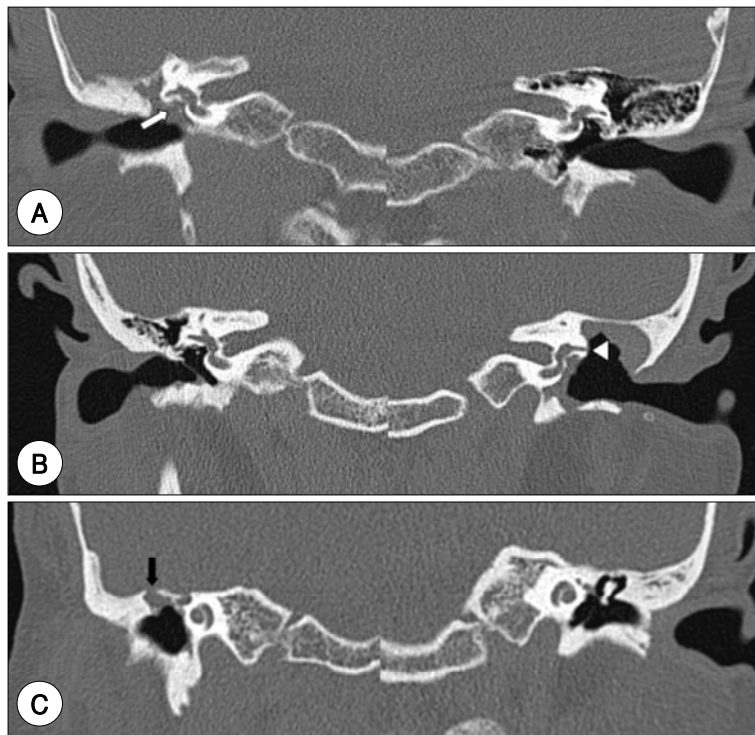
Coronal view of high resolution temporal bone CT scans. A : Bony dehiscence of facial nerve canal (white arrow) at the right side. B : Bony dehiscence of lateral semicircular canal (white arrowhead) at the left side. C : Bony dehiscence of tegmen tympani (black arrow) at the right side.
